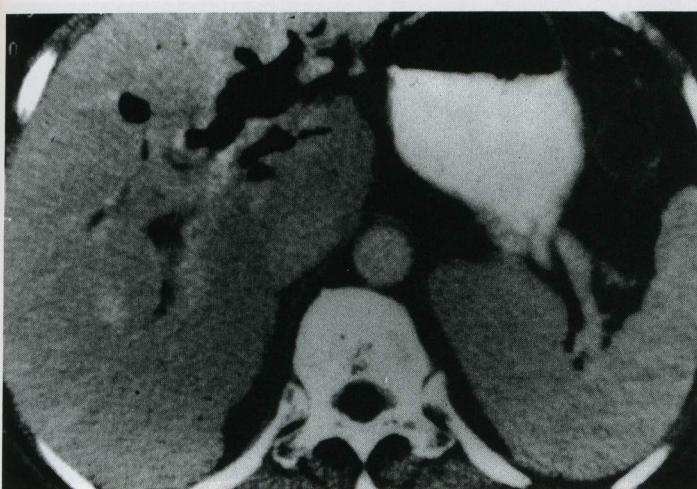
CT shows prominent aerobilia in left bile ducts.
